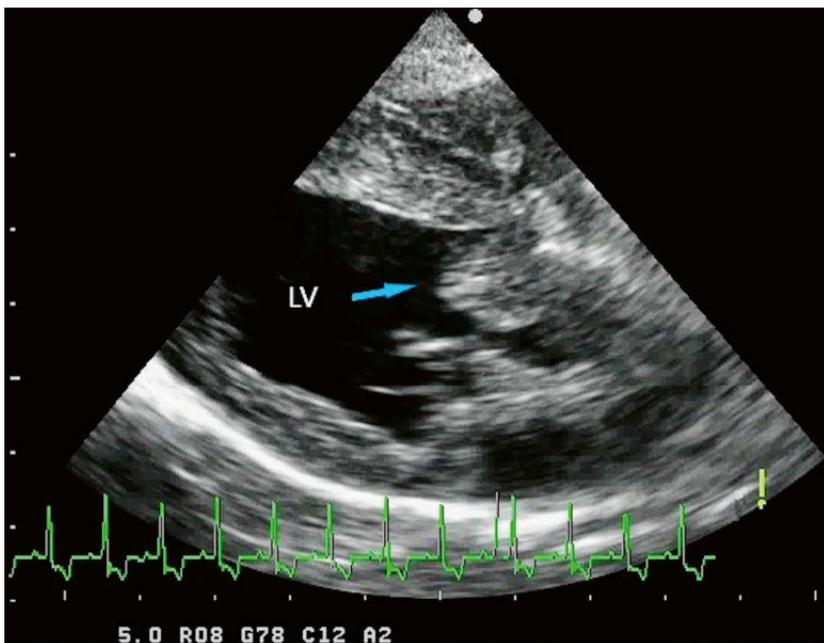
Herzultraschalluntersuchung bei einem siebenjährigen Mischlingshund. Rechtsparasternale Längsachse mit Fokus auf den linksventrikulären Ausflusstrakt. Der Pfeil deutet in die Richtung des linksventrikulären Ausflusstrakts. Teile der konischen Masse, welche Herzphasen abhängig sich aus dem linken Ventrikel in die Aorta bewegte, sind erkennbar. Klappenstrukturen der Aorta sind nicht erkennbar. (LV= linker Ventrikel)
